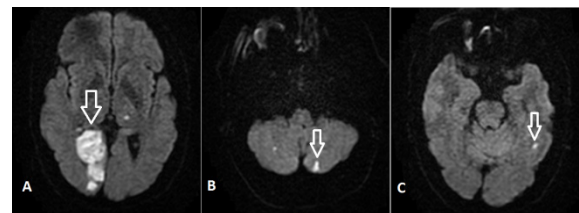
The brain MRI section of the patient.
